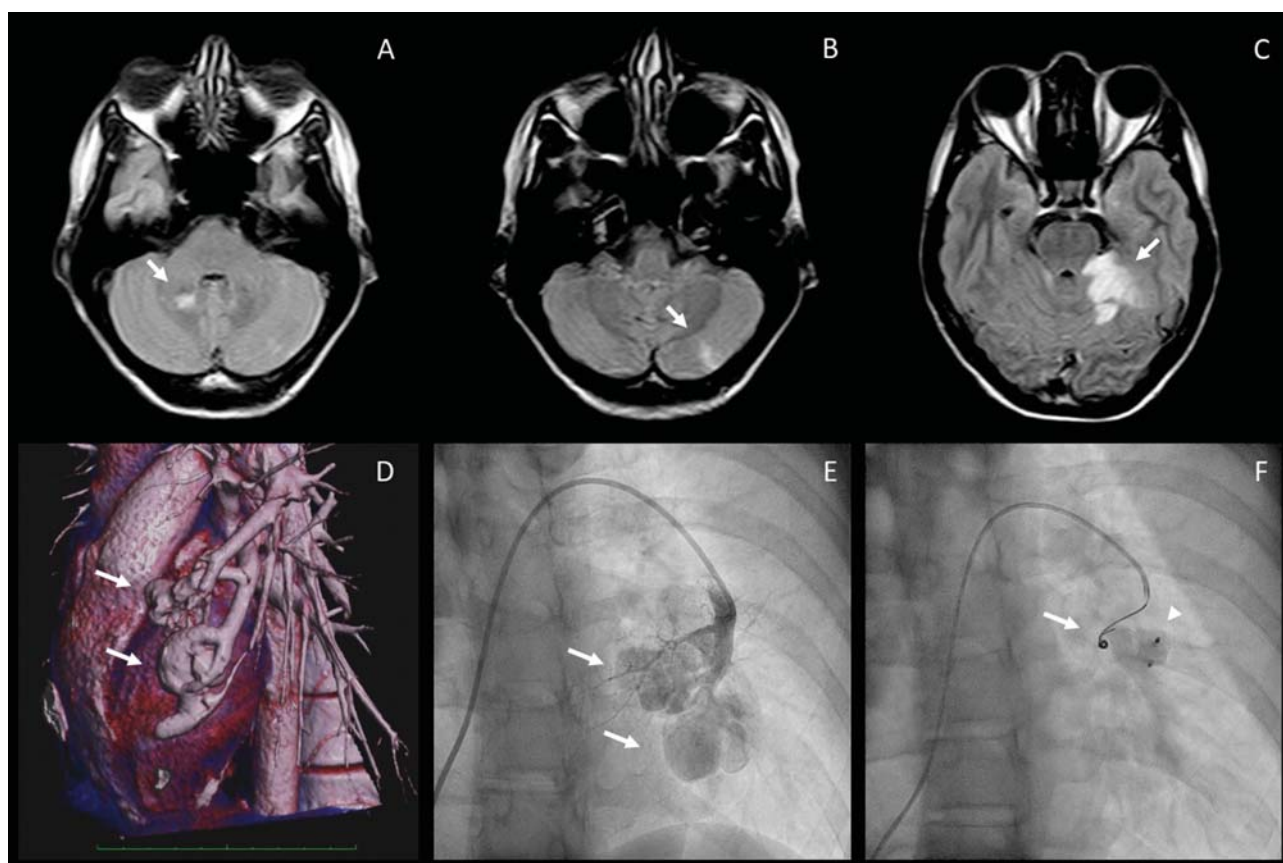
Результаты обследования и лечения пациента №2: MPT головного мозга (A–C, FLAIR); КТ-ангиопульмонография (D); селективная ангиопульмонография до (E) и после эмболизации (F)
